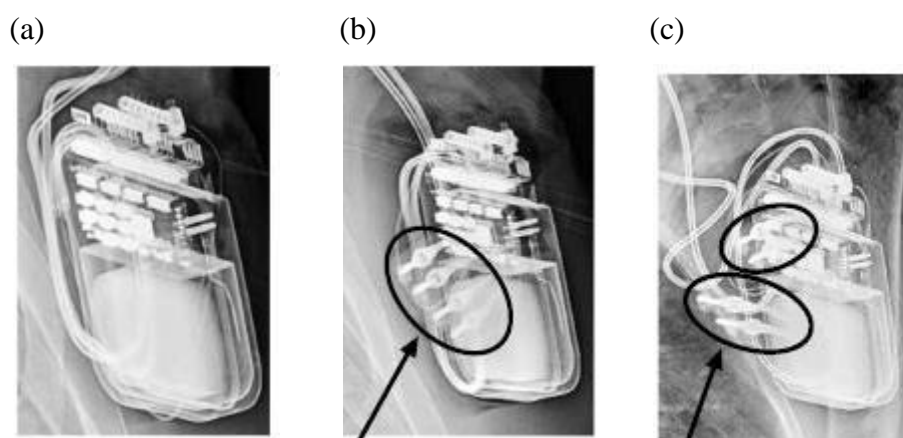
Identificação de dispositivo adaptador por meio de radiografia. GPI Activa PC 37601 sem dispositivo adaptador (a); GPI Activa PC 37601 com dispositivo adaptador 1x4 (b) e 2x4 (c). A presença do dispositivo pode ser identificada pela observação das portas de conexão e dos pinos conectores da extensão, indicados pelas setas em (b) e (c). Fonte: MEDTRONIC, 2014.
